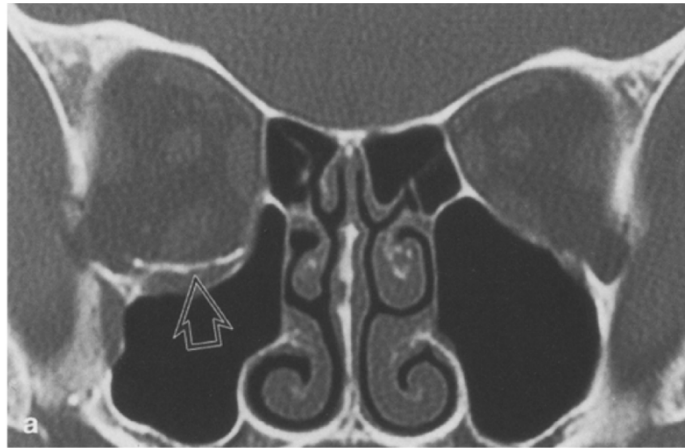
TDM coupe coronale d'un patient avec une enophtalmie de 4mm.
